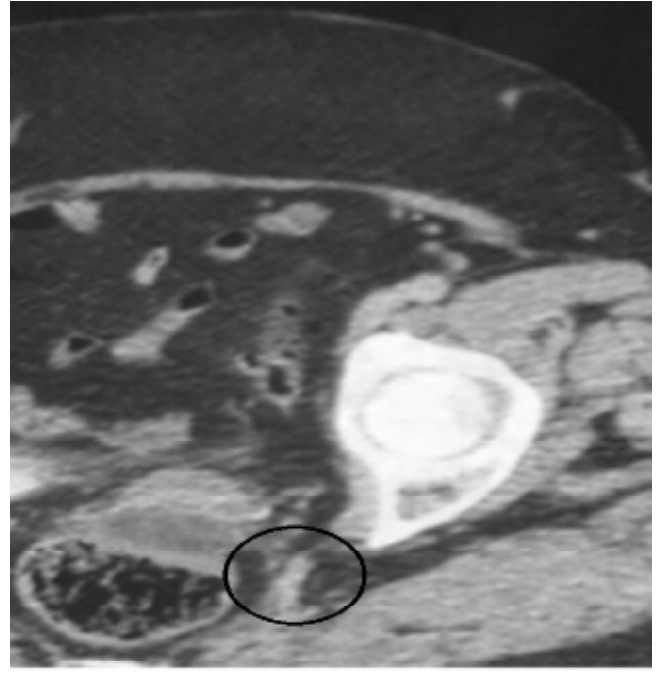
TDM pelvienne montre unelocalisation lombo ovarien.
